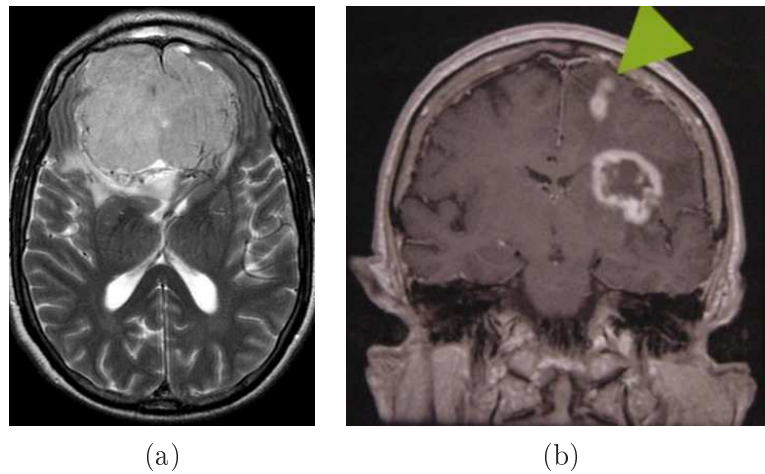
Exemples de tumeurs cérébrales. Coupes axiales illustrant (a) l'effet de masse provoqué par une tumeur non invasive (méningiome), et (b) l'infiltration d'une tumeur invasive (IRM avec injection de gadolinium, montrant l'ouverture de la barrière hémato-encéphalique (images transmises par C. Lebrun).
